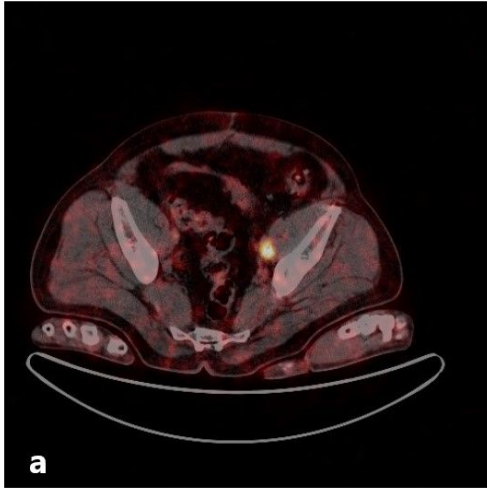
61 yaşında prostat kanserli (GS:9) hastaya ait PET/BT görüntüleri. Primer tedavi olarak RP yapılan hastanın takiplerde PSA larında yükselme saptanıyor (PSA: 1,99 mg/dl, PSAv: 9,9 ng/ml/yıl, PSAdt: 0,8 ay). Yeniden evreleme amaçlı Ga-68 PSMA PET/BT çekiliyor. Sakrum sol inferolateral kesiminde fokal artmış radyofarmasötik tutulumu gösteren milimetrik sklerotik odak saptanıyor.
